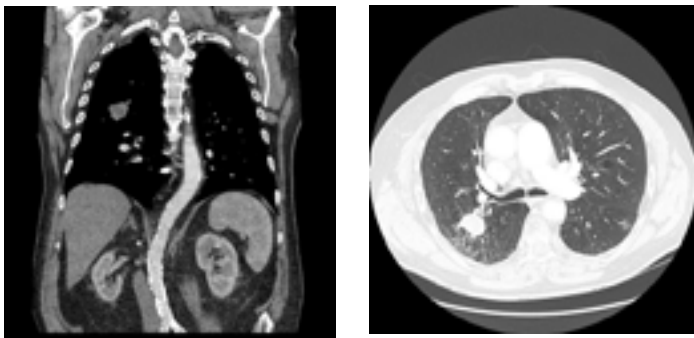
TC al diagnóstico: nódulo pulmonar LSD (29 x 22 mm), sugestivo de carcinoma broncogénico.
